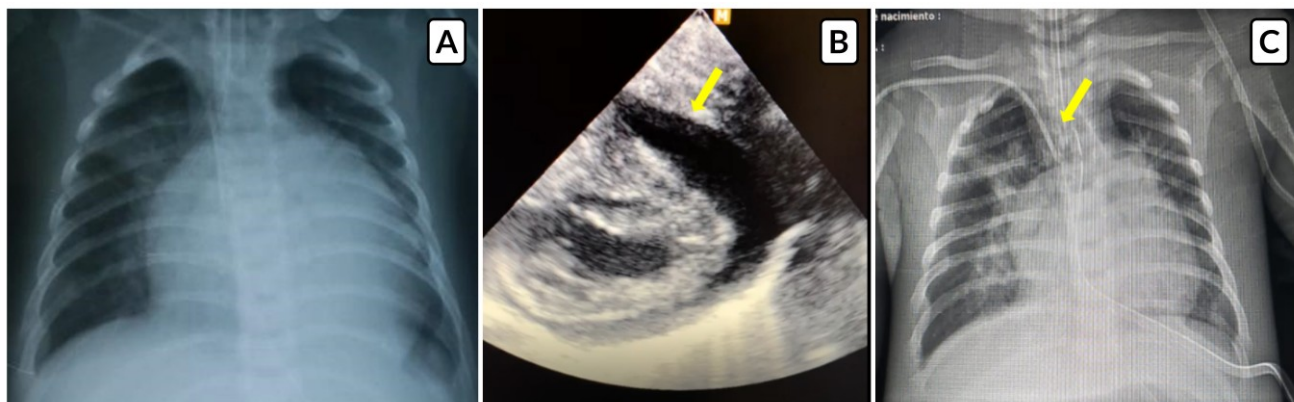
Pericarditis tuberculosa. A: cardiomegalia IC 0.69, tubo orotraqueal y catéter venoso central. B: ecocardiograma con imagen hipoecogénica de derrame pericárdico (flecha amarilla), C: post ventana pericárdica, se observa drenaje pericárdico (flecha amarilla) , catéter venoso central y tubo orotraqueal.
